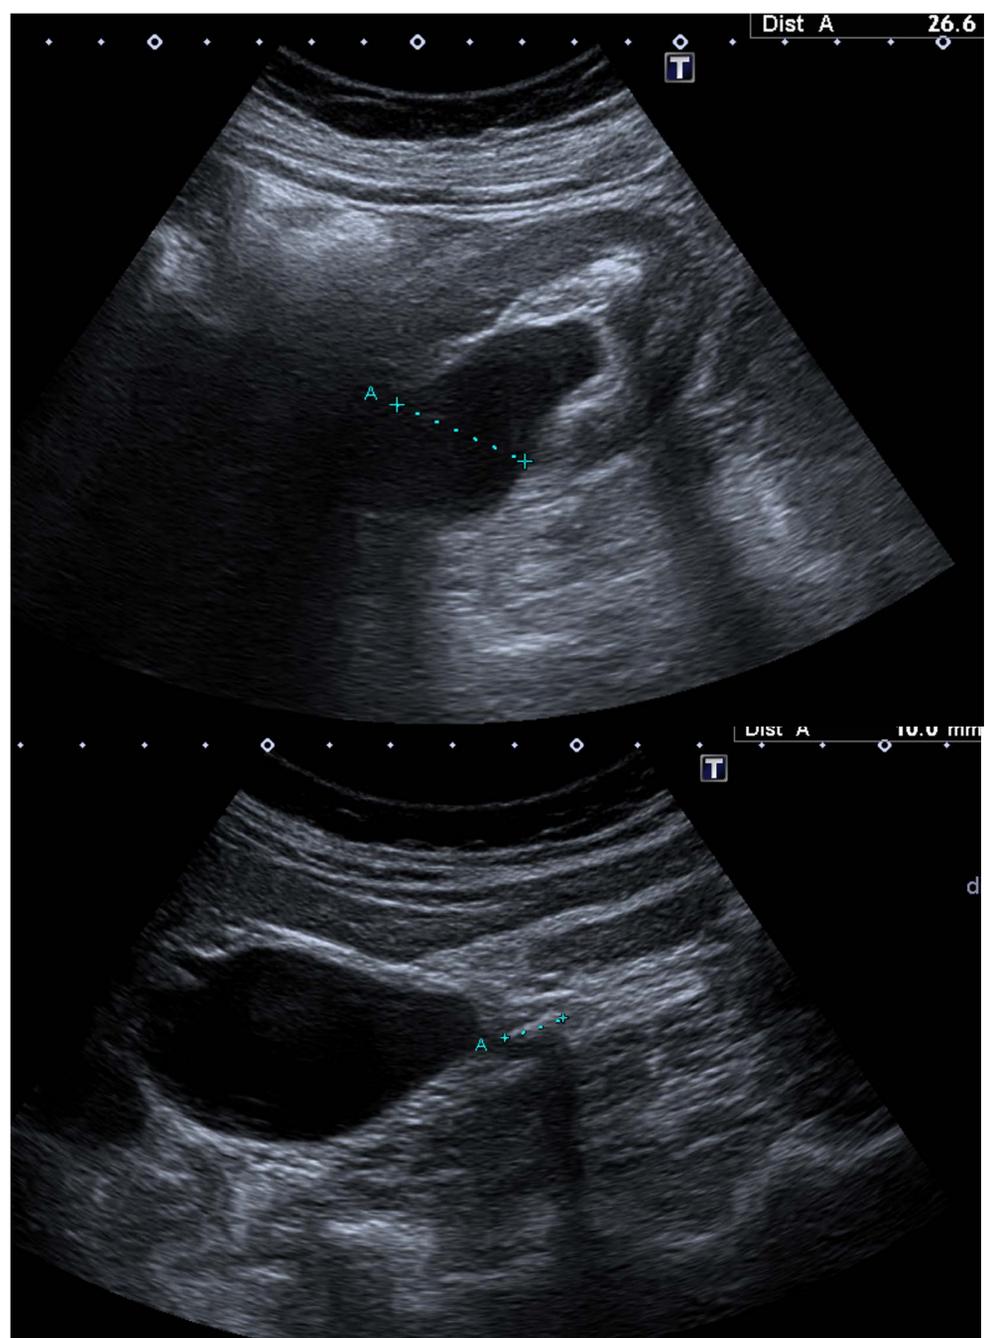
Ecografía abdominal. Dilatación de la pelvis renal izquierda y uréter proximal izquierdo, de hasta 27 mm, secundario a litiasis alojada en el tercio proximal del uréter, de 10 mm. No se visualiza líquido libre en pelvis.
